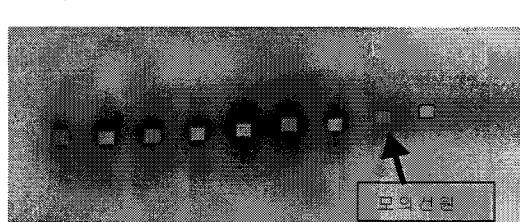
모의선원과 실제 선원과의 일치도를 나타내는 방사선 사진
